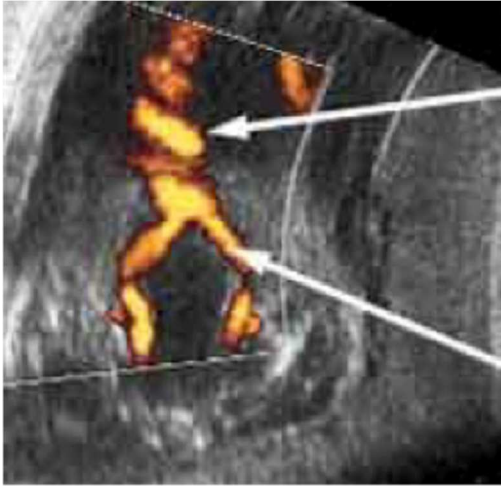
Doppler en color de las arterias umbilicales (flechas) a ambos lados de la vejiga
